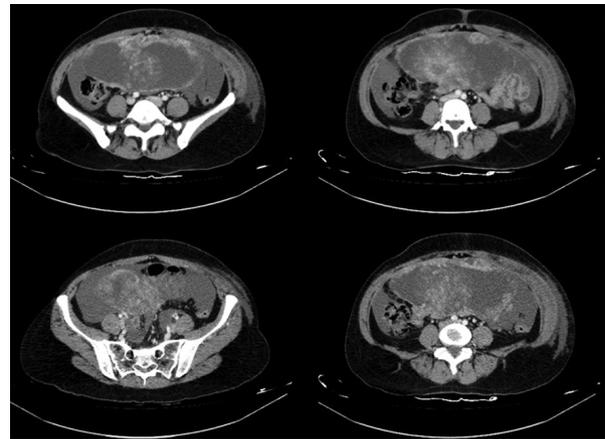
Imagen de resonancia magnética de tumor del estroma gastrointestinal mesentérico.
